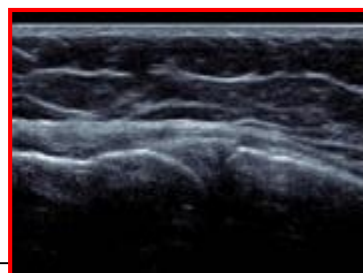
Imagine ecografică –menisc lateral
